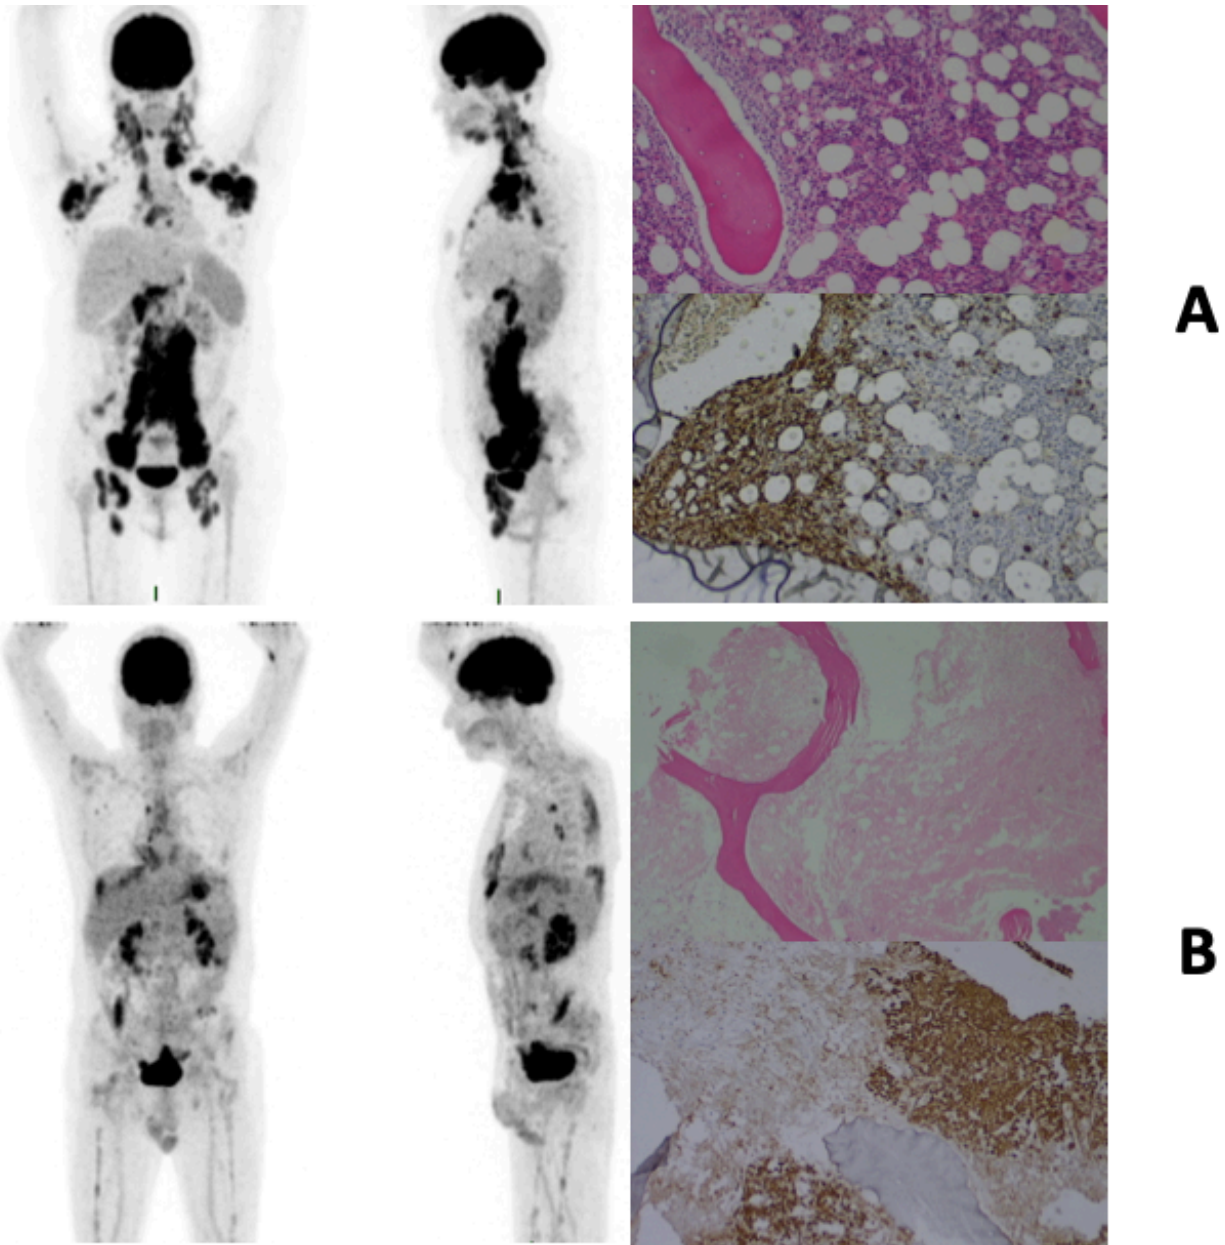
Estudios concordantes. Paciente A con PET-CT positivo para infiltración a médula ósea de forma difusa y BMO con infiltración paratrabecular por proceso linfoproliferativo B maduro CD20+. Paciente B con PET-CT positivo para infiltración a médula ósea de forma focal y BMO con infiltración por linfoma difuso de células grandes B CD20+ y necrosis extensa. *Fotografías cortesía del departamento de medicina nuclear y hematopatología, INCAN.*
